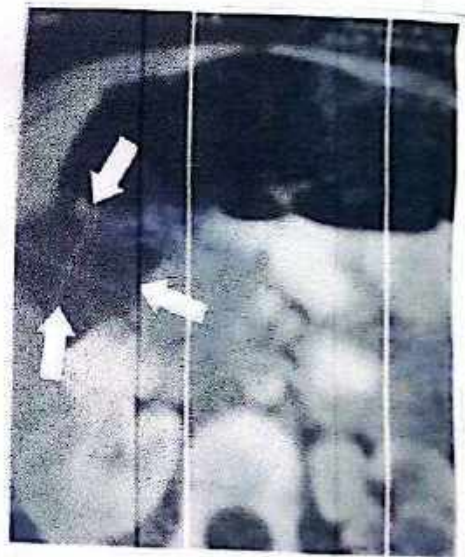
Tomografía axial computarizada de abdomen con vesícula biliar aumentada de tamaño.
